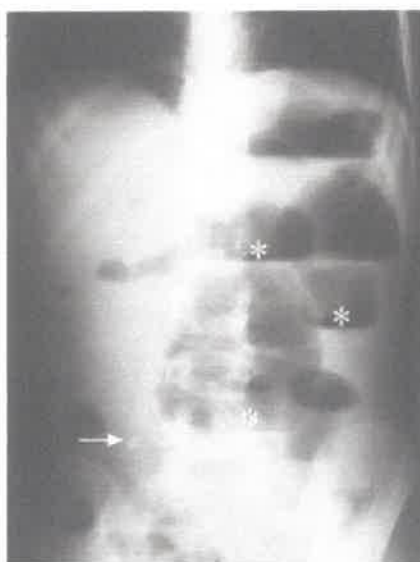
Imágenes de una Radiografía de Abdomen Simple con un Apendicolito
